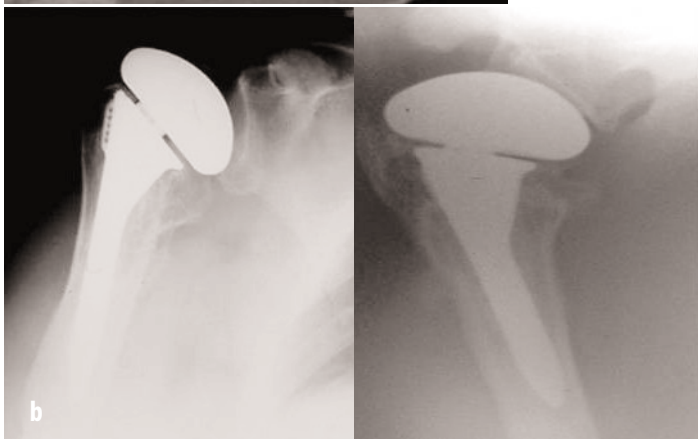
a, b. a TAC: frattura a più frammenti della testa dell'omero e lussazione posteriore. b Rx fronte e ascellare: endoprotesi, tuberosità in sede
